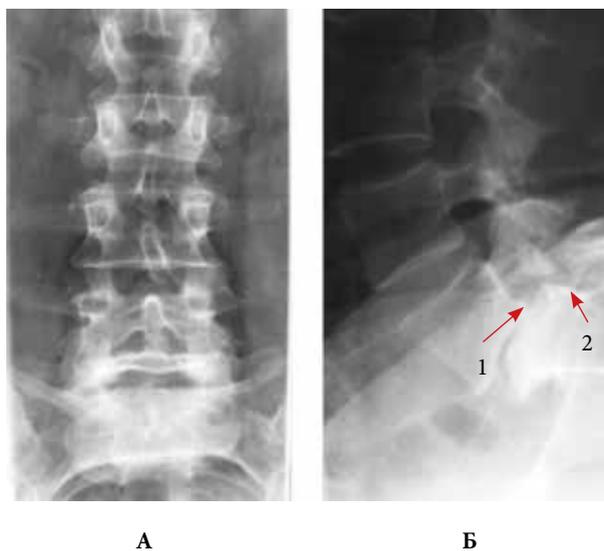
Обзорные рентгенограммы: а – прямая проекция, б – боковая проекция (1 – спондилолиз, 2 – смещение L5 позвонка)
